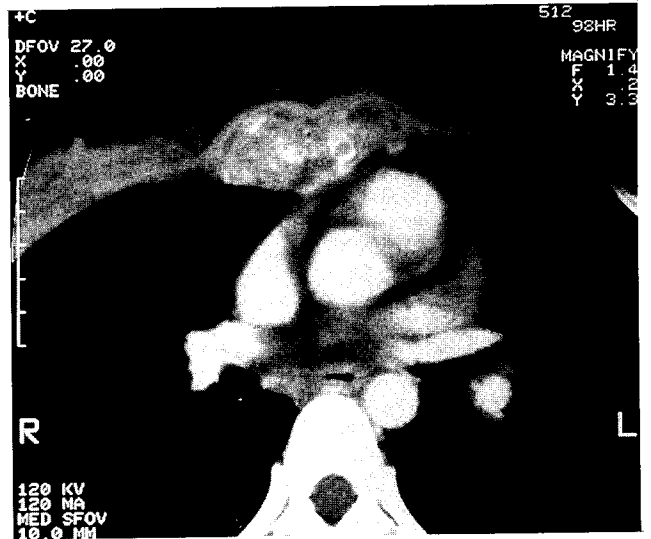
Preoperative chest CT showed severe ternal necrosis and periosteal expansion
